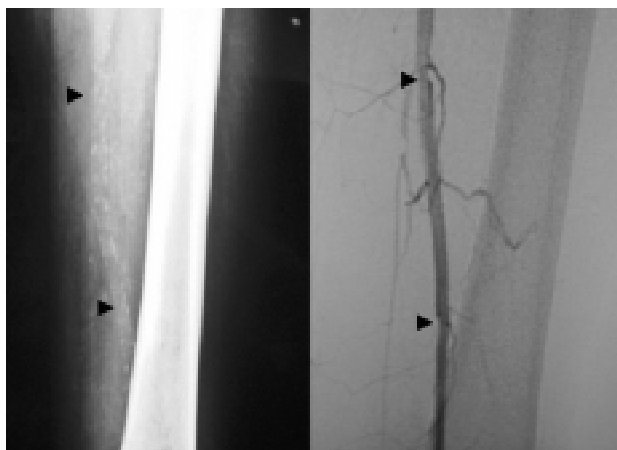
Radiografia simples, à esquerda, demonstrando a calcificação da artéria femoral superficial e poplítea, comparada à arteriografia, à direita, da mesma área, que demonstra a artéria patente.
